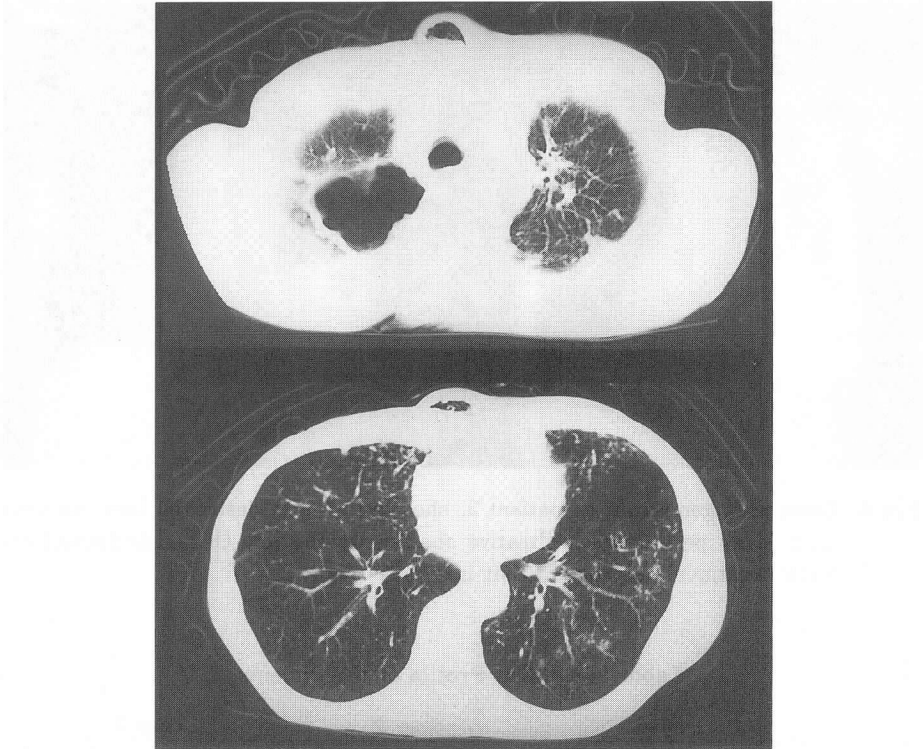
Chest CT scan obtained on admission, showing a right apical cavity (upper) and the nodular shadow in bilateral lower lung field (lower).
